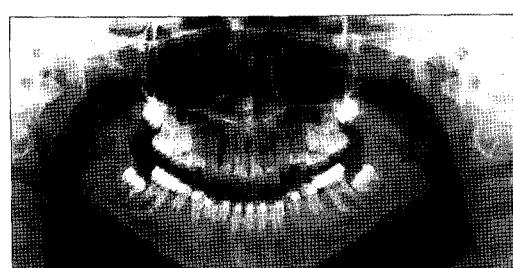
Panoramic radiograph after 12 months of treatment. Note the dilacerated mandibular right lateral incisor root.
